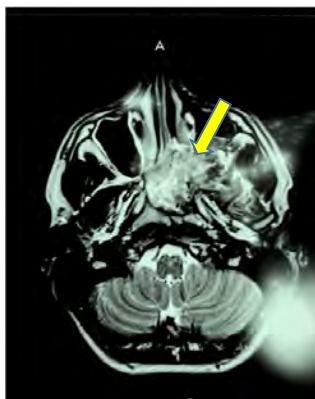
МРТ картина области подвисочной ямки слева (ангиофиброма носоглотки, крылонебной ямки и подвисочной ямки слева)
